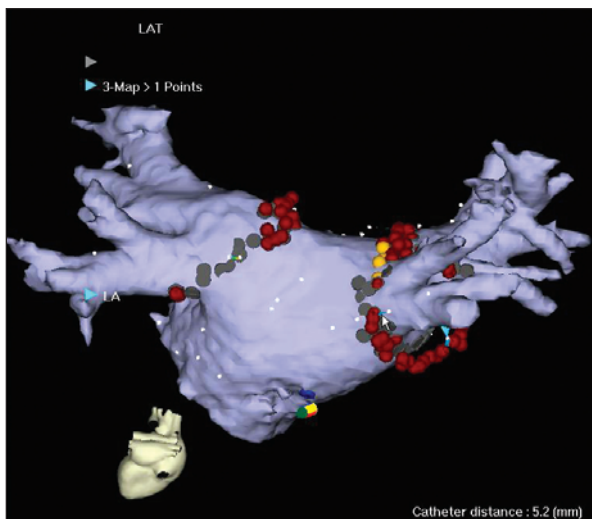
Mapeamento eletroanatômico com sistema Carto-Merge, com as lesões de RF demonstradas (pontos em vermelho, amarelo e cinza) ao redor das VPs para isolamento. A imagem anatômica foi importada a partir de uma ressonância magnética.
